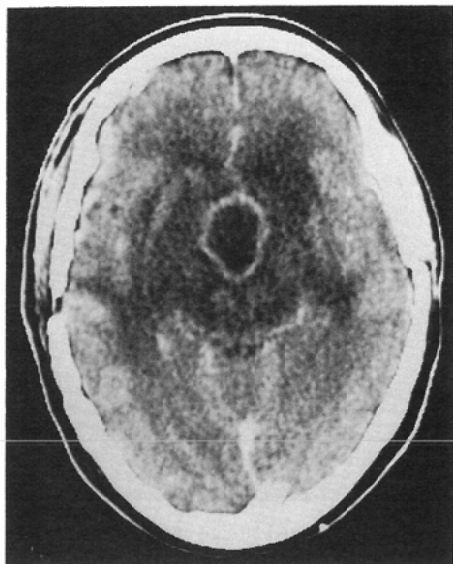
Post contrast CT scan shows a ring enhanced tumor in the corpus callosum with the extensive surrounding edema.
